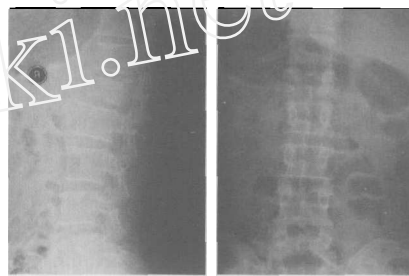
典型病例,腰1椎爆裂型骨折,术前正侧位X线片
